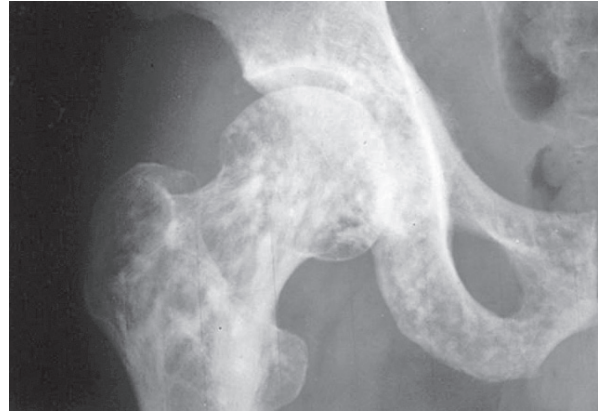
Radiografía de cadera que muestra múltiples lesiones osteodensas.
